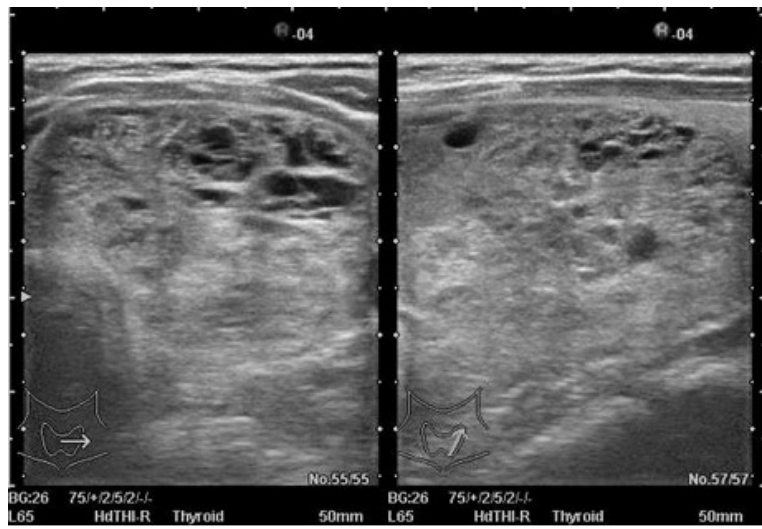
Spongiform appearance (等エコー腫瘍の内部に小嚢胞が散在している)
